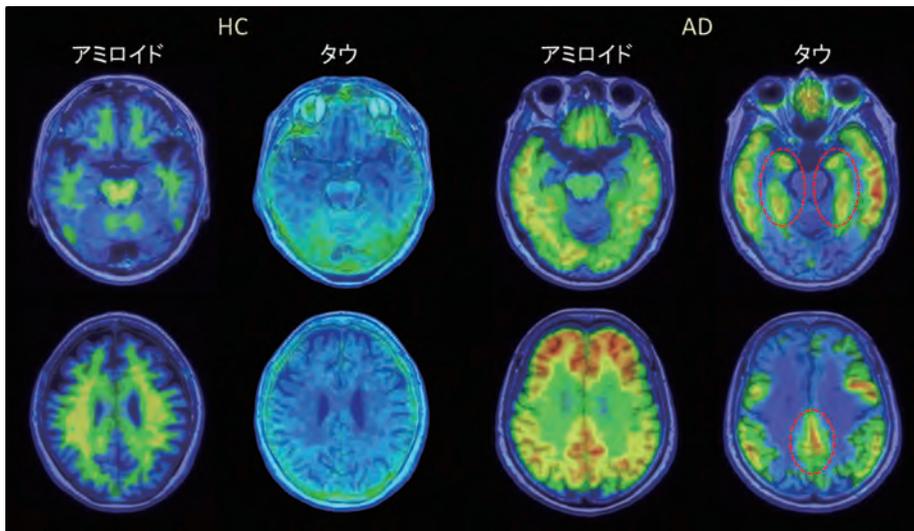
健常者(HC)とADのアミロイド(左)とタウPET(右) タウ画像では海馬の集積が特徴的(赤丸)
